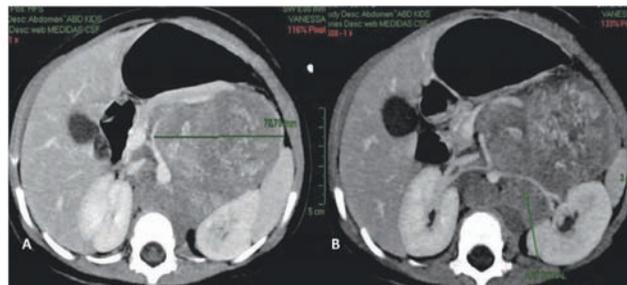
Observa-se nas imagens de TC: A) Formação expansiva sólida localizada na topografia adrenal esquerda; B) Deslocamento do tronco celíaco, da artéria esplênica, do pâncreas, da artéria renal (seta verde) e do rim esquerdo
